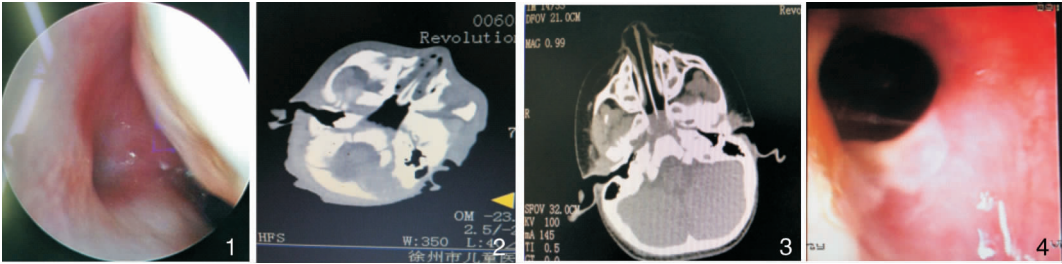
术前电子鼻咽镜检查提示后鼻孔闭锁 图2 术前CT检查为混合性闭锁 图3 术后24个月CT检查提示双侧后鼻孔通畅 图4 术后24个月电子鼻咽镜检查后鼻孔边缘光滑
